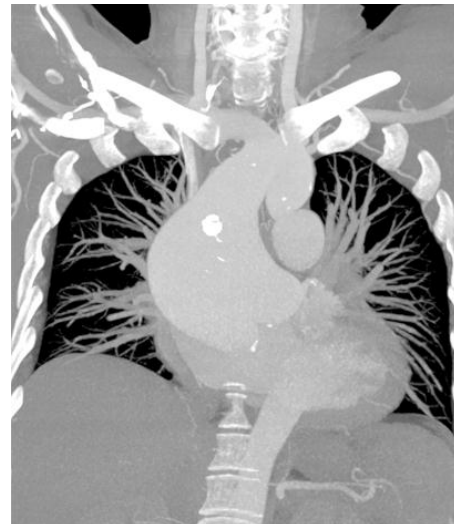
Signo del "3". Radiografía PA de tórax (A) en la que se muestra la dilatación proximal a la estenosis aórtica, compuesta por ensanchamiento de la arteria subclavia izquierda, así como dilatación de la aorta descendente pre y postestenótica. Angiotomografía (B) en reconstrucción multiplanar coronal con máxima intensidad de proyección, en la que se confirman los hallazgos de la radiografía, además de observarse aneurisma de la raíz aórtica y la porción ascendente con coartación a nivel del istmo.
